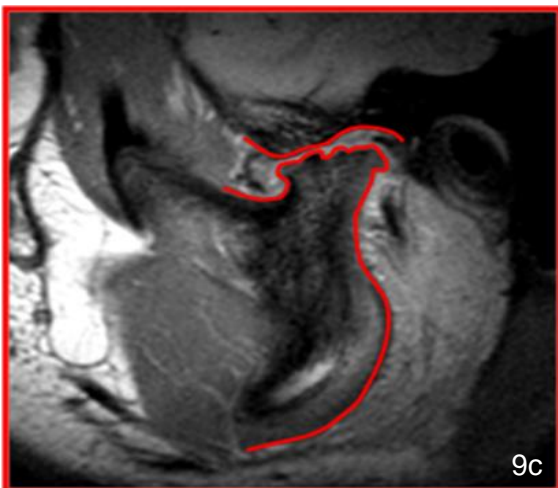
MRI mit Sagittalschnittbild im Bereich eines Kiefergelenks. Schwere Deformation; Schwere Abflachung und Verbreiterung des Kondylus mit starker Abflachung der Fossa mandibularis (5-jähriger Patient). Aufnahme: FSPGR
